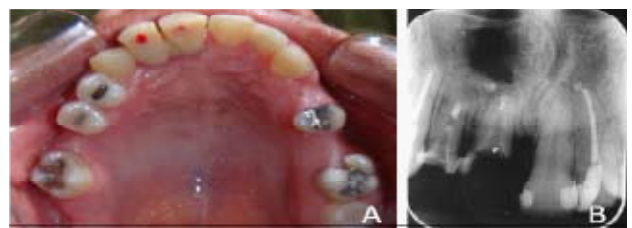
Controle pós-operatório de 1 ano. Fotografia intraoral evidenciando regressão da lesão (A). Radiografia periapical demonstrando neoformação óssea local, presença de imagem radiolúcida compatível com tecido fibroso cicatricial e presença de lâmina dura (B).
